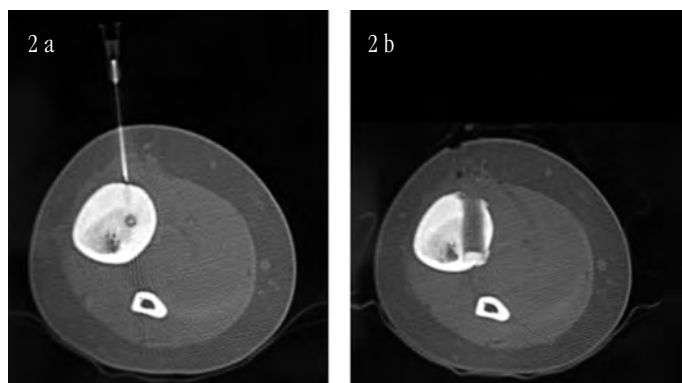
TC mostrant la presència d'una periostitis fusiforme amb una imatge radiolúcida central suggestiva del nidus d'un osteoma osteoide. 2A: Localització de la millor zona per realitzar la punció del nidus mitjançant una agulla. 2B: Imatge de TC després de la resectió del nidus amb trefina.
